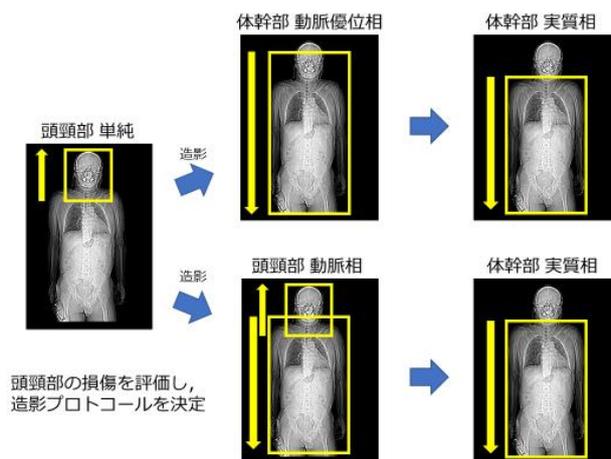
Hybrid ER の外傷全身 CT プロトコル
